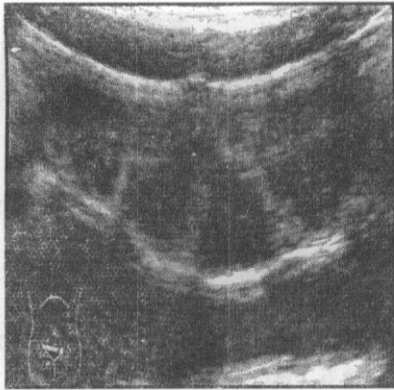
Imagine ecografică: peritonită difuză purulent-fecaloidă; anse intestinale dilatate, cu inflamația pereților intestinali și lichid liber în cavitatea abdominală.
